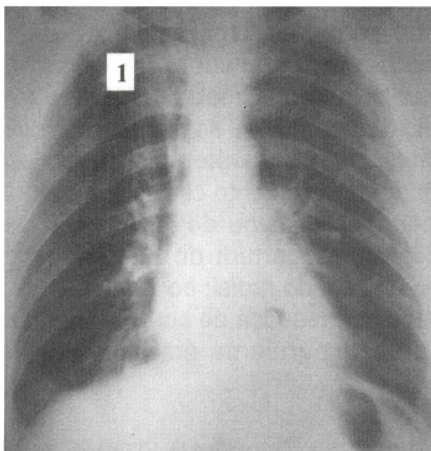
Telerradiografia de tórax com (1) pneumomediastino.
